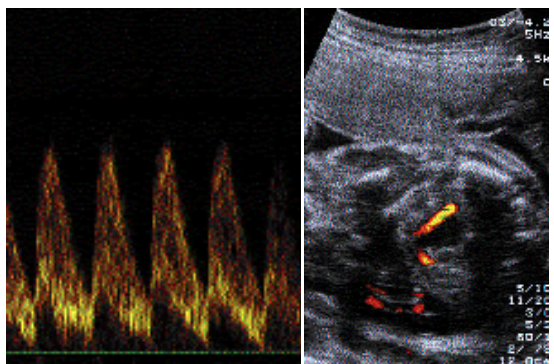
Doppler ombilical prélevé dans une artère périvésicale.
